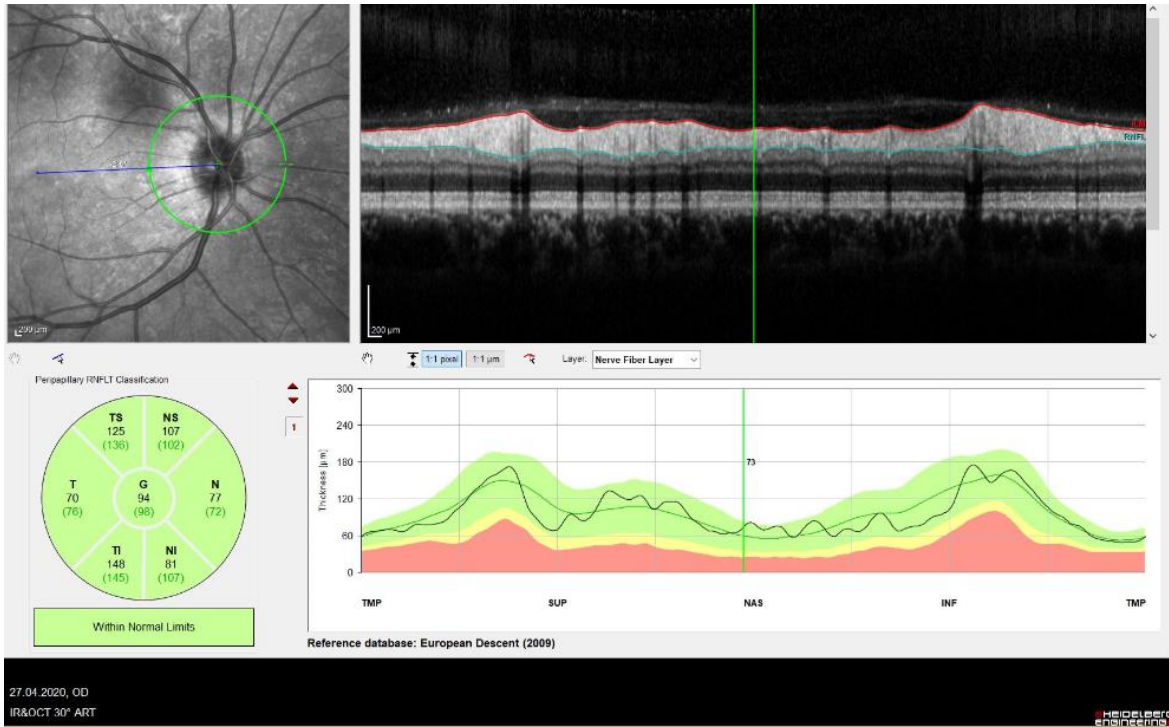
Çalışmada kullanılan Optik Koherens Tomografi cihazı
